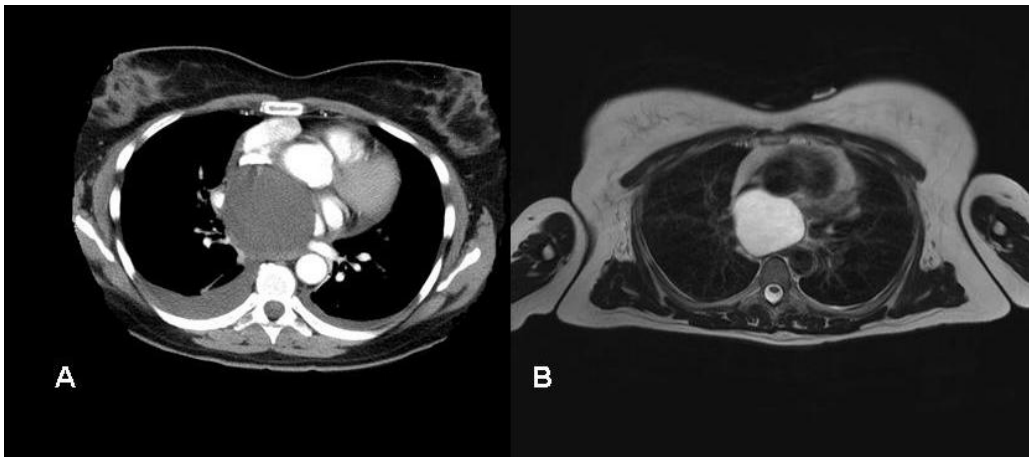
TC (A) i RM (B) de pacient amb quist broncogènic
